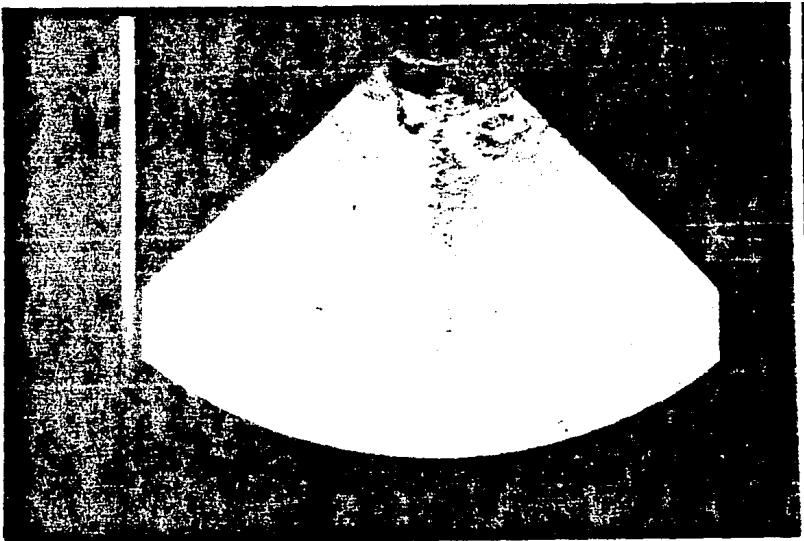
CORTE TRANSVERSAL DEL USG IMAGEN ECODENSA EN IV VENTRICULO Y ACUEDUCTO DE SILVIO
